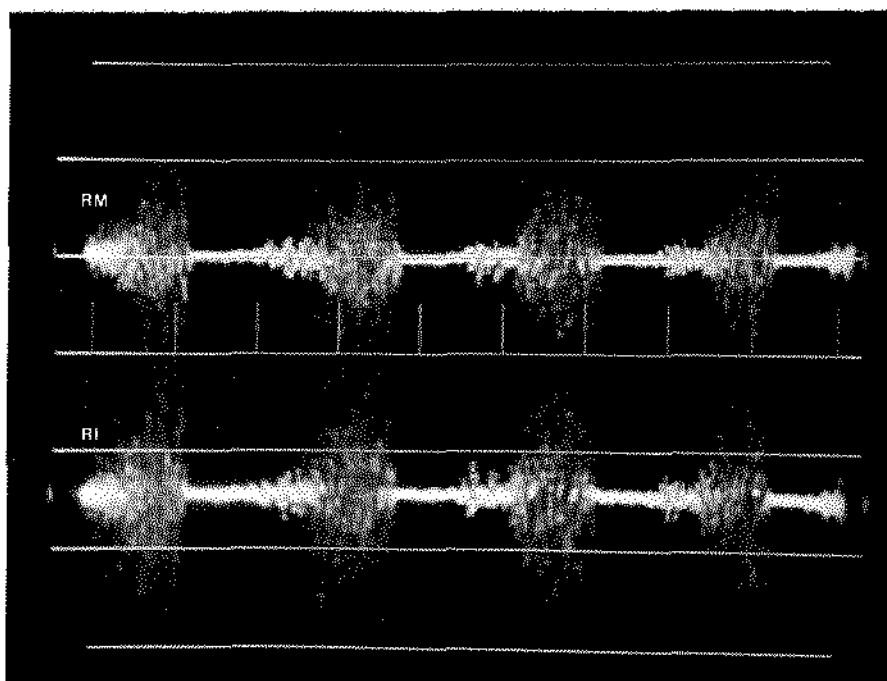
E.M.G. do m. masseter direito de individuo portador de maloclusão Classe I de ANGLE, mostrando as regiões médias (RM) e inferior (RI), na mastigação molar direita com atividade forte. Calibração $200\mu V$ e velocidade do feixe $370ms/div$.
